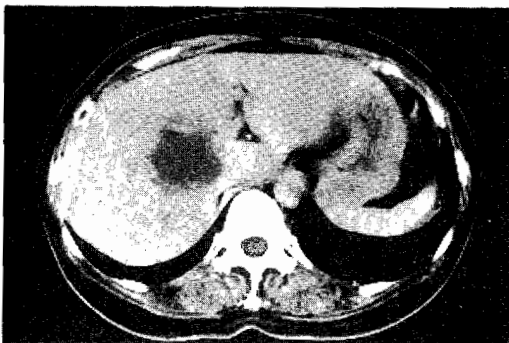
(症例9) S₆に低吸収域を認め、造影CTにて腔が強調されている。
